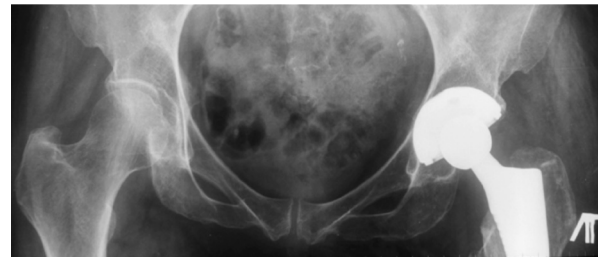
Рентгенограмма таза в прямой проекции пациентки Б., 61 год, после выполненного эндопротезирования левого тазобедренного сустава (14 месяцев после операции)
